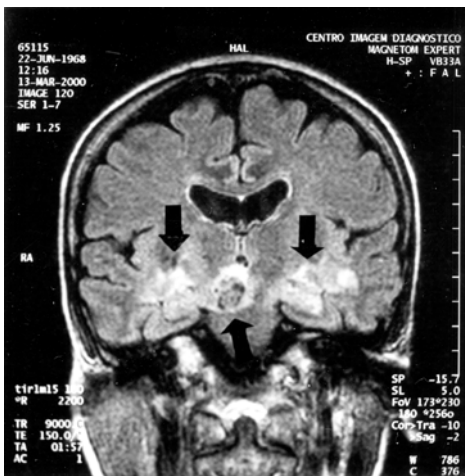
Ressonância magnética mostrando lesão na face medial dos lobos temporais bilateralmente e lesão na parte alta do tronco encefálico à direita (seta).
